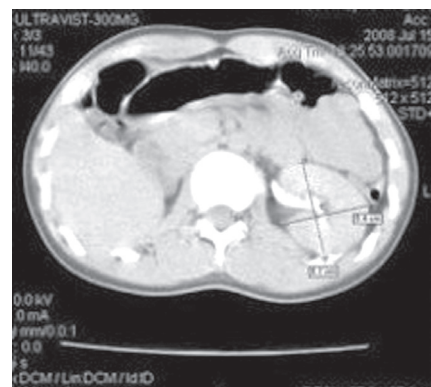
КТ, аплазия правой почки.
